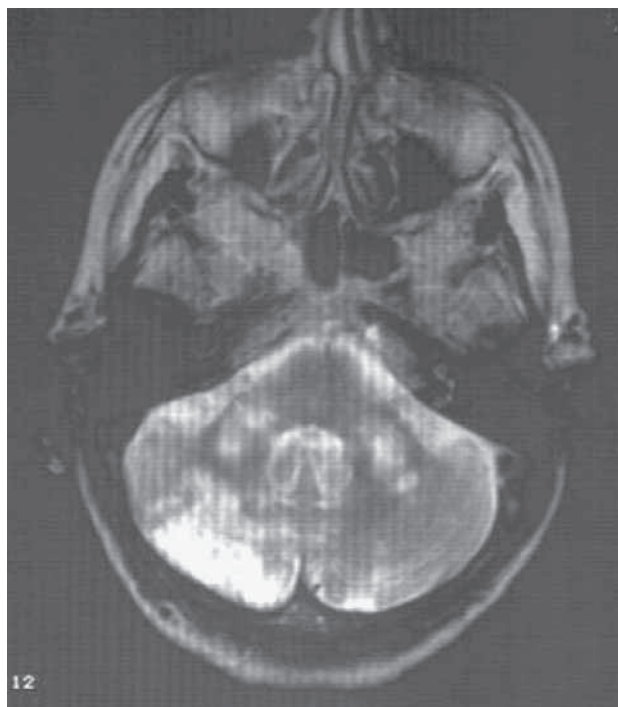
RM axial cerebelo T2.
